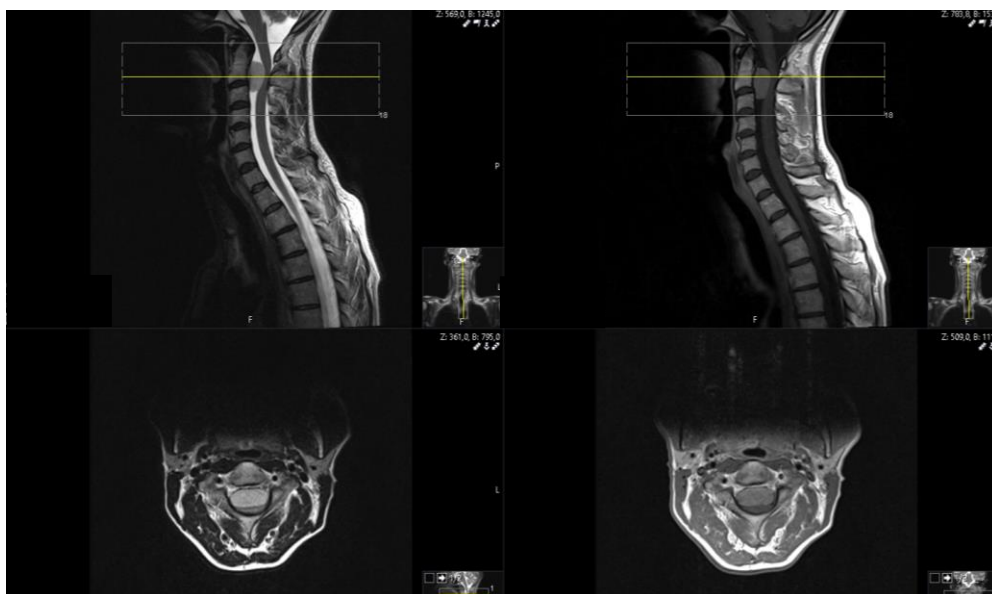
MRT-Bild eines Meningeoms Höhe HWK 2-3
